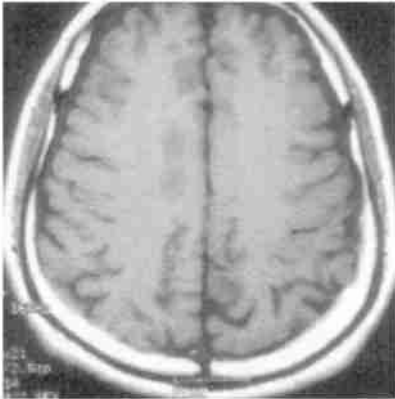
1999 年 4 月 MRI 示右顶叶脑梗化
